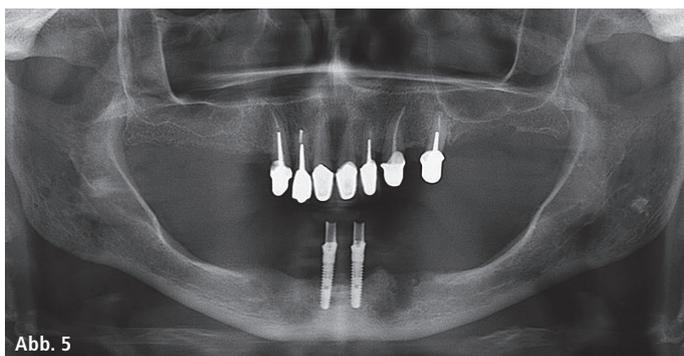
Röntgenologisch lässt sich ein deutlicher Knochenabbau nachweisen. – Abb. 6: Linearsonde in der Unterkieferfront mit Modellimplantaten in Regio 31 und 41. – Abb. 7 und 8: Die freiliegenden Gewindegänge und die Implantatkörper sind gut sichtbar.
